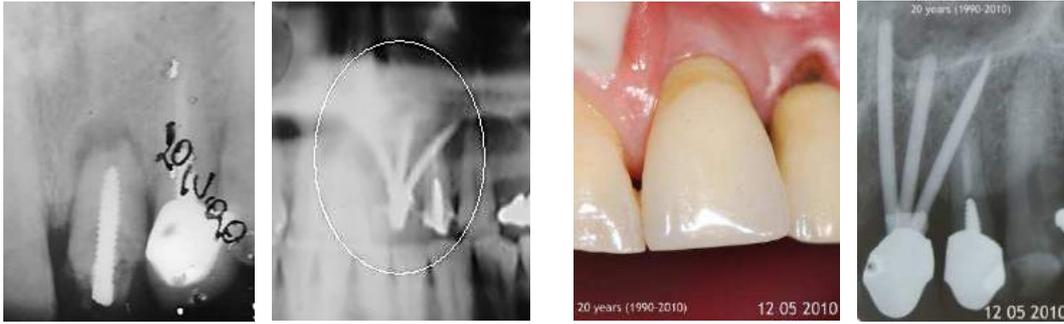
Rx preoperatoria e radiografia post-intervento di impianto ad ago in zona 21 (12.6.1990)
